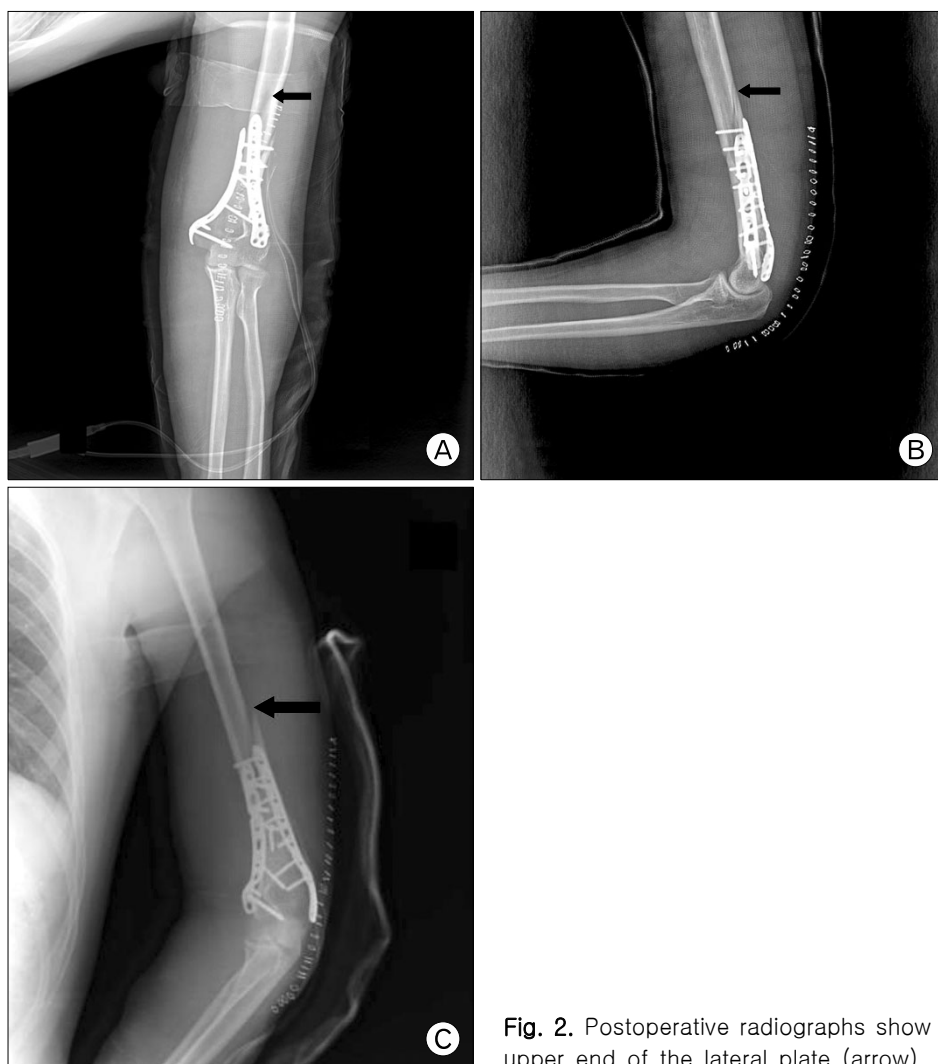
Postoperative radiographs show the other fracture line proximal to upper end of the lateral plate (arrow).
